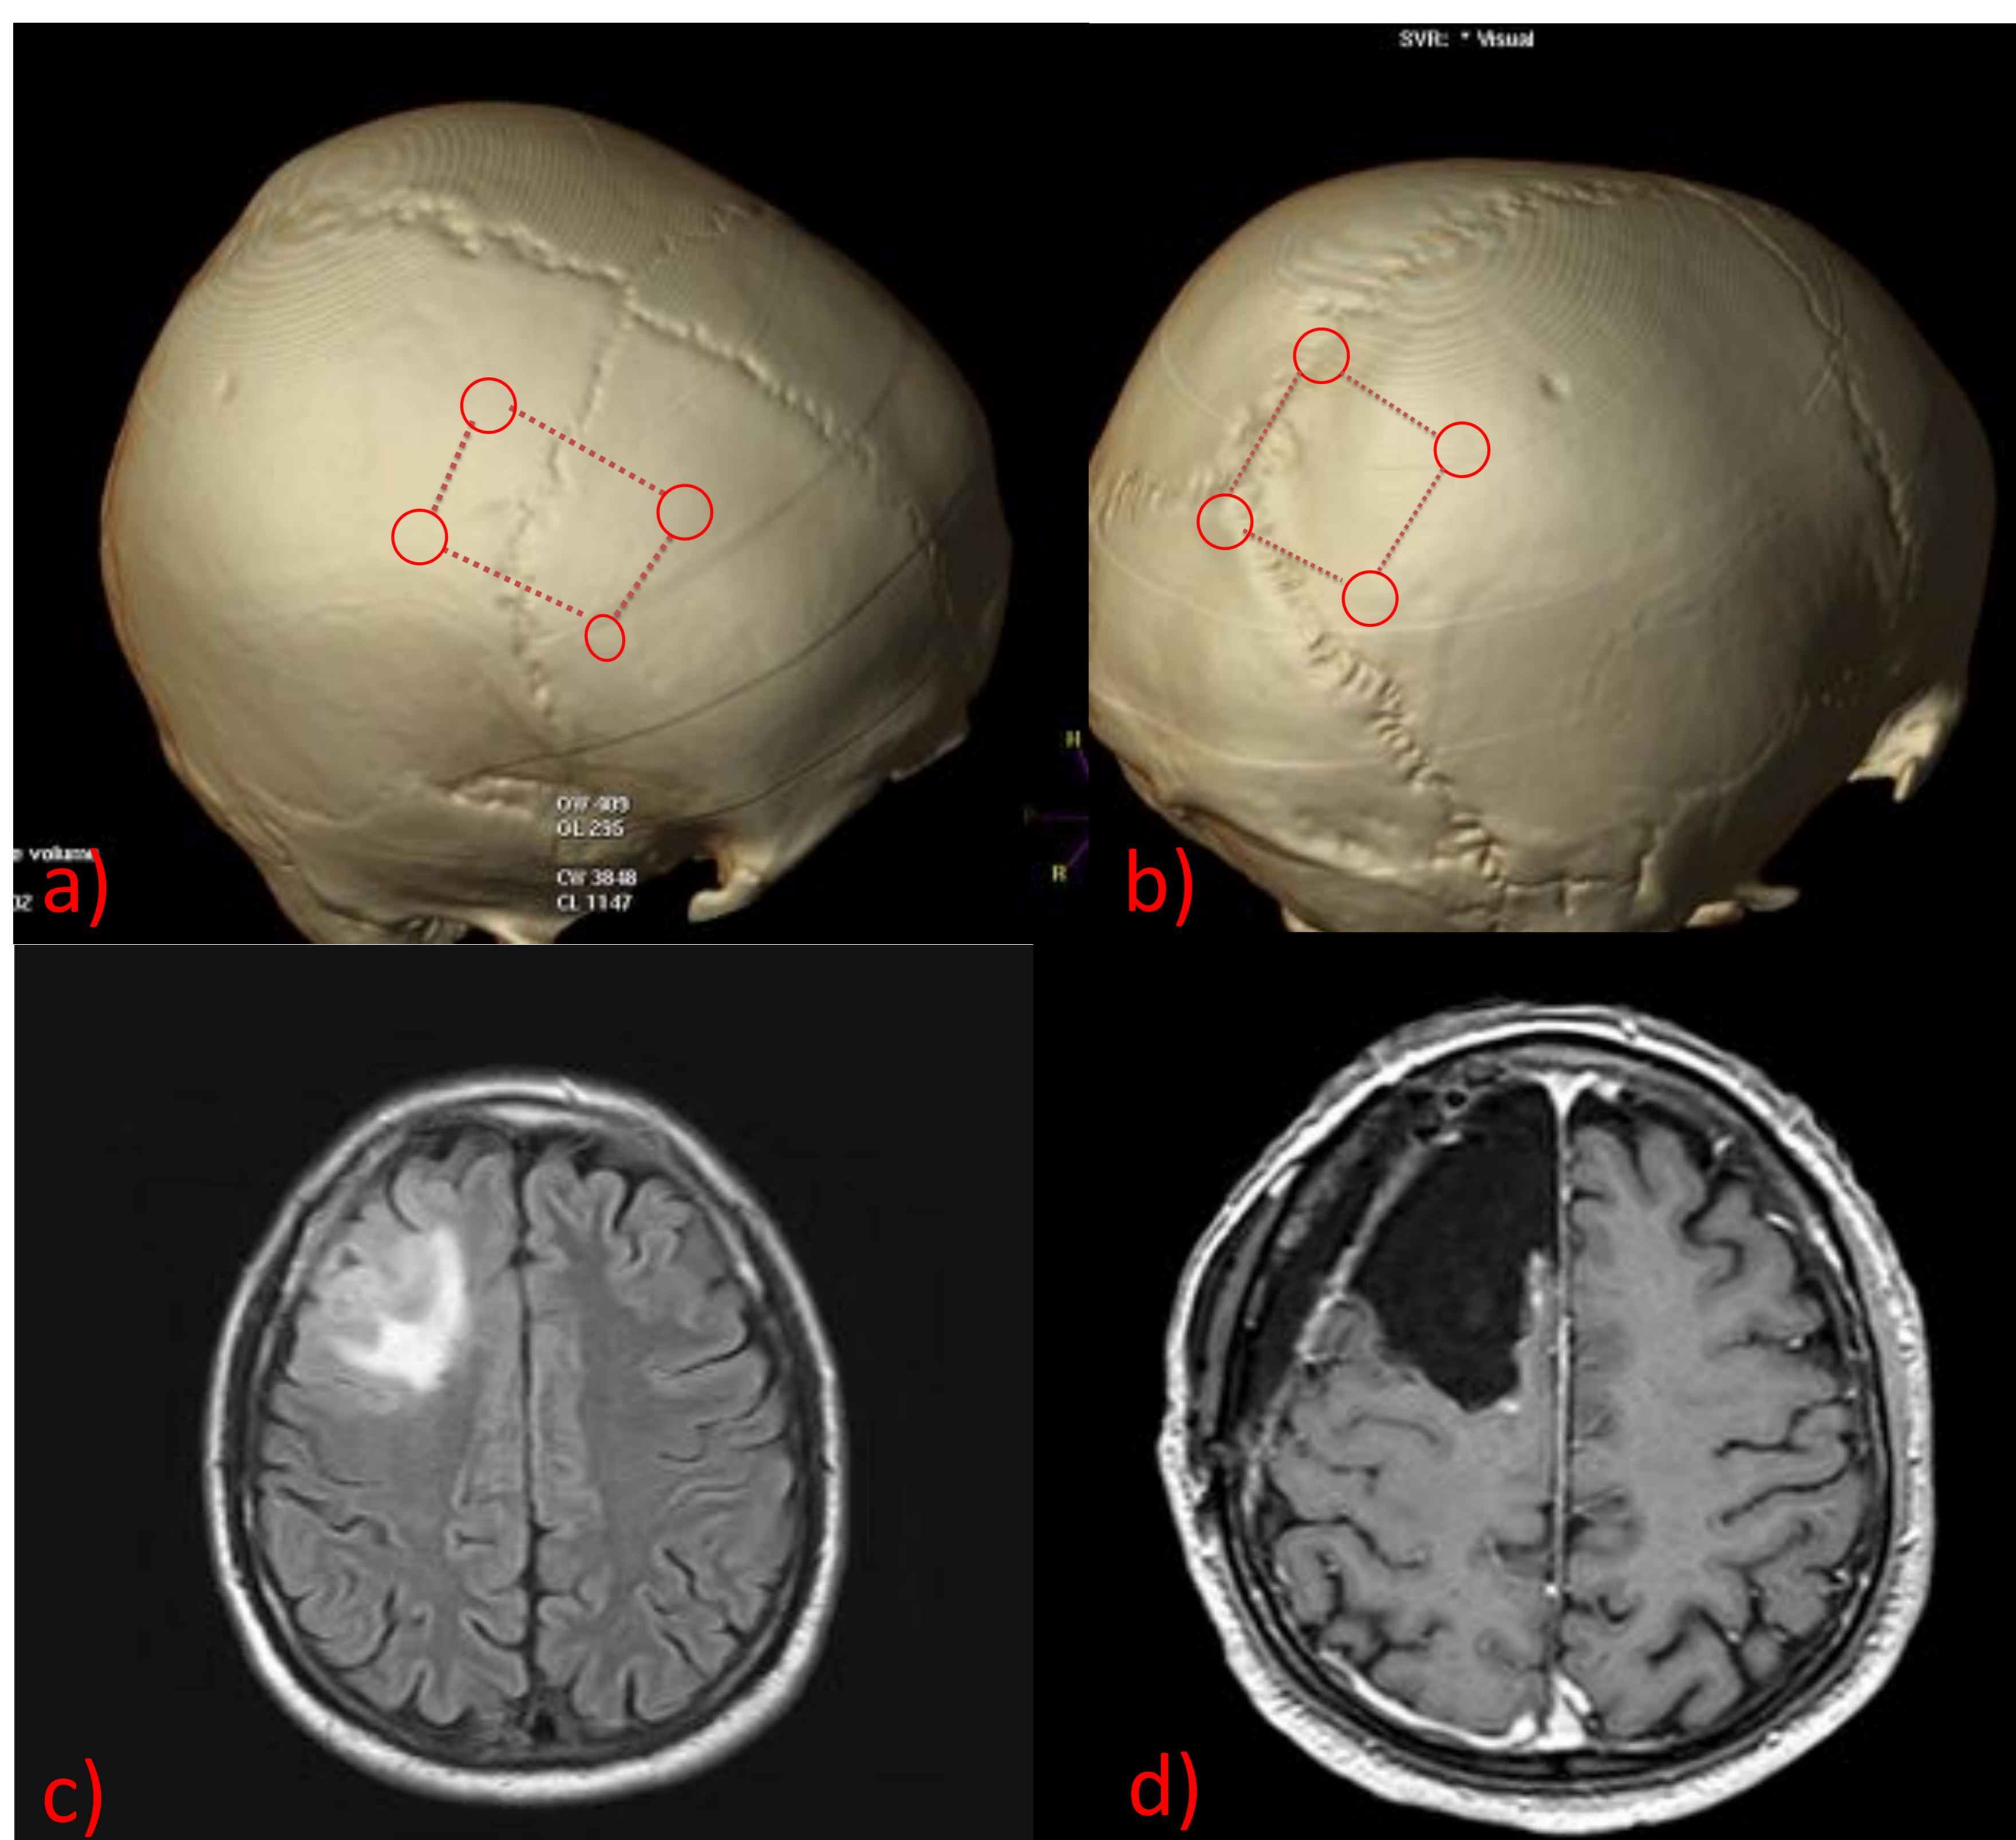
Reconstrucción volumétrica de craneotomías parasagital anterior y posterior (a y b). Estudio FLAIR (c) de lesión frontal derecha, no presentó captación tras la administración de CIV y correspondió a un glioma de bajo grado. Craneotomía frontoparietal derecha (d).
